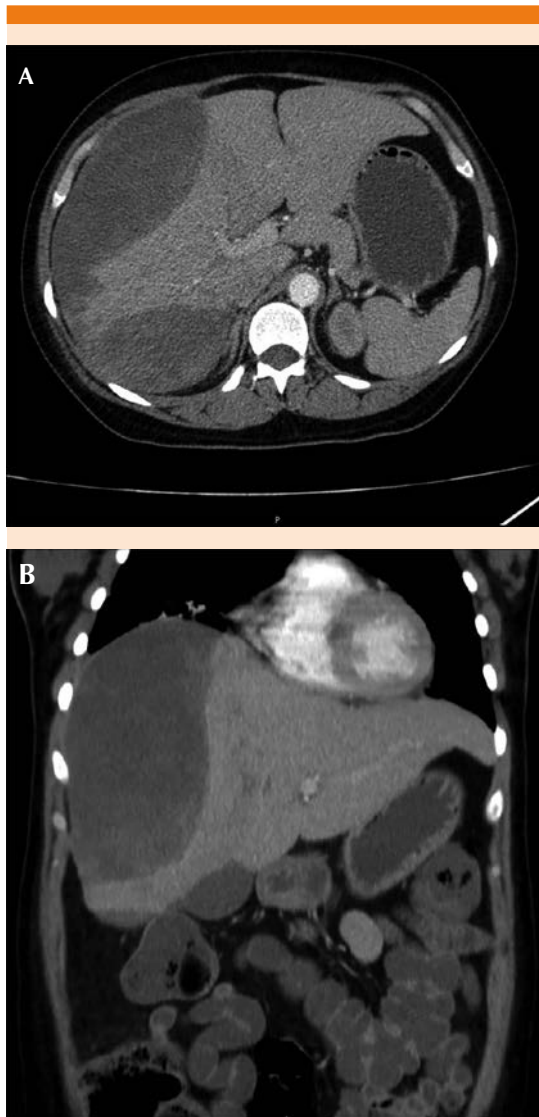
Tomografía computada de abdomen en corte axial (A) y coronal (B), donde se observan hematomas subcapsulares hepáticos agudos y subagudos asociados con zonas de infarto intraparenquimatoso.
